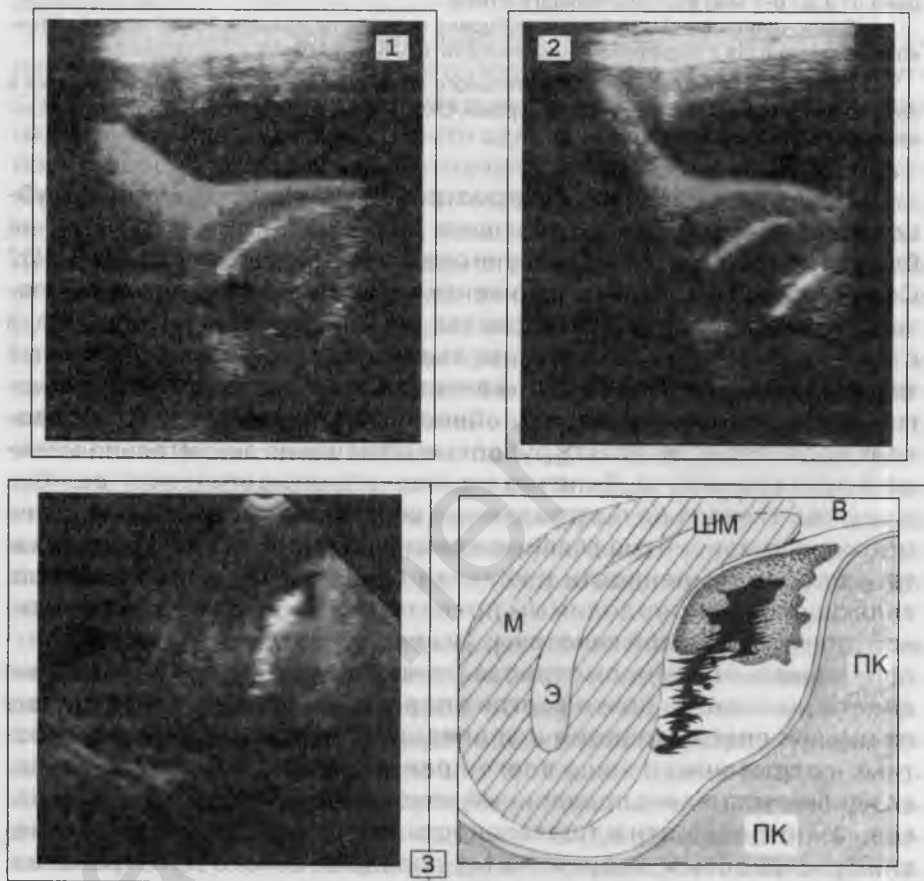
Диагностическая ошибка. 1 и 2 – разные этапы обзорной эхолокации. 3 – ТВ-УЗИ.
